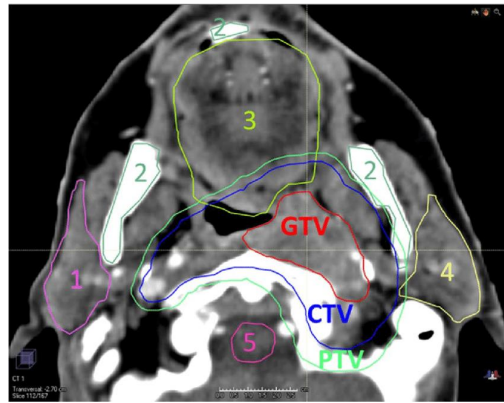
volumes-cibles délinés à partir d'une image TDM pour un carcinome épidermoïde rhynopharyngé. Les organes à risque (1 : parotide droite, 2 : mandibule, 3 : cavité buccale, 4 : parotide gauche, 5 : tronc cérébral) sont également représentés.
